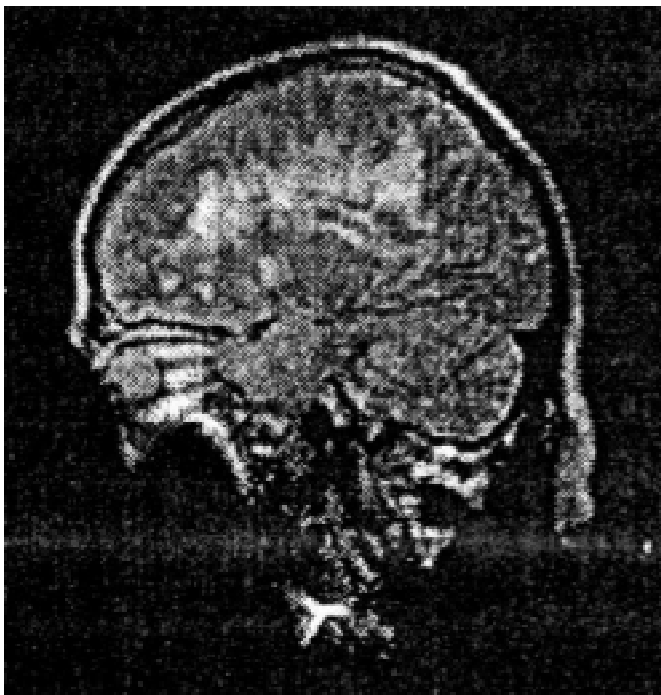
МР-томограма хворого Т., 59 років. T2-зважене зображення. Явища лейкоареозу
